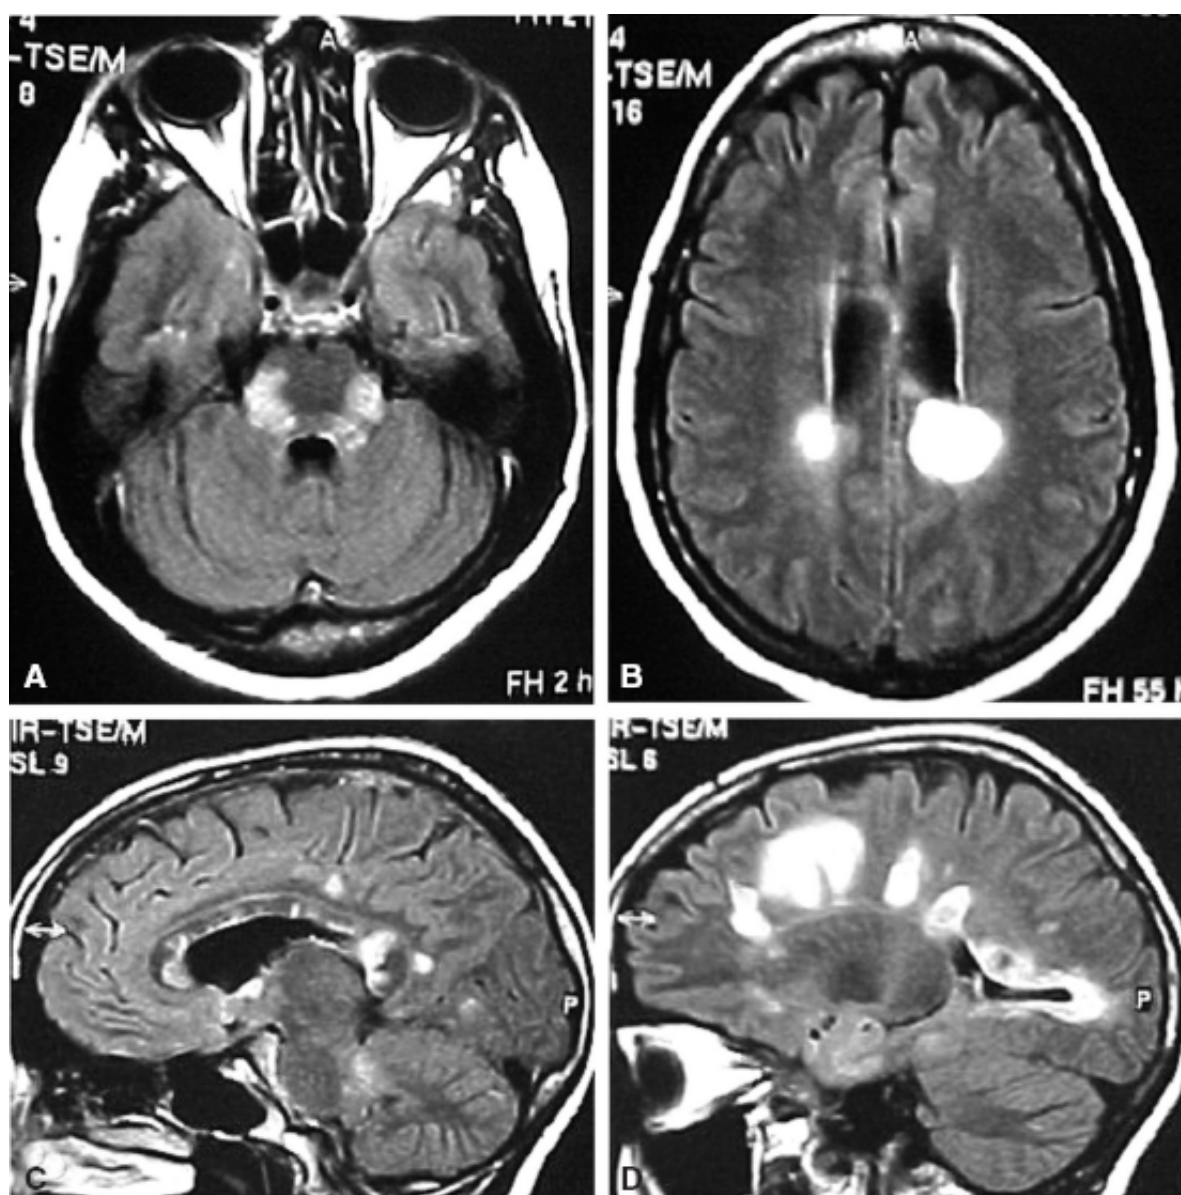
Esclerose múltipla. RM de encéfalo axial *flair* mostrando lesões nas topografias típicas das doenças desmielizantes. A. Lesões na ponte, na projeção dos núcleos/nervos trigeminiais. B. Lesões periventriculares. C. Lesões na superfície ventricular do corpo caloso. D. Lesões perpendiculares ao corpo caloso (dedos de Dawson).
